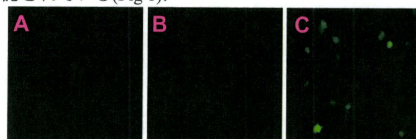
培養細胞への超音波を用いた遺伝子導入
